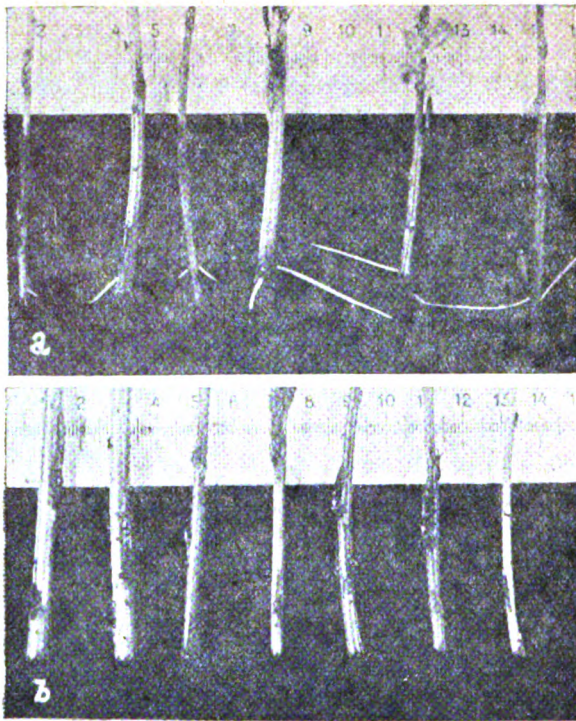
Salix sp.* Вплив рентгеновського проміння на регенерацію коріння. *a* — контрольні рослини, *b* — рослини, опромінені дозою 4500 г
